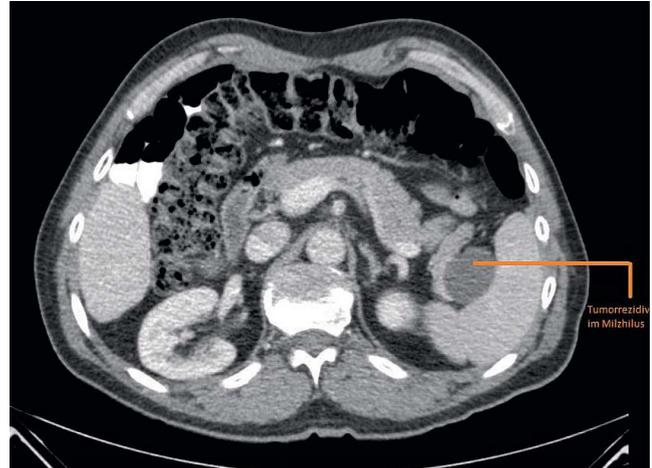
CT Abdomen vom 23.09.2019 mit Darstellung des solitären Tumorrezidivs im Milzhilus.
